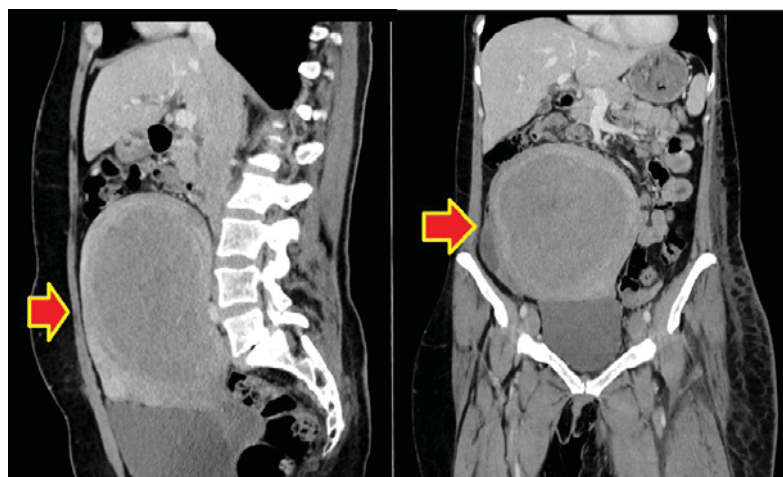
TC abdomino-pélvico: masa pelviabdominal medial y paramedial derecha que desplaza asas intestinales.
